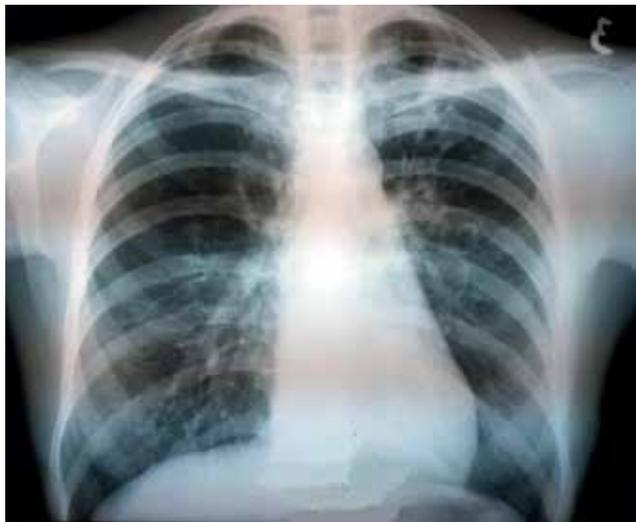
Chest X-ray as of 25.01.2016
